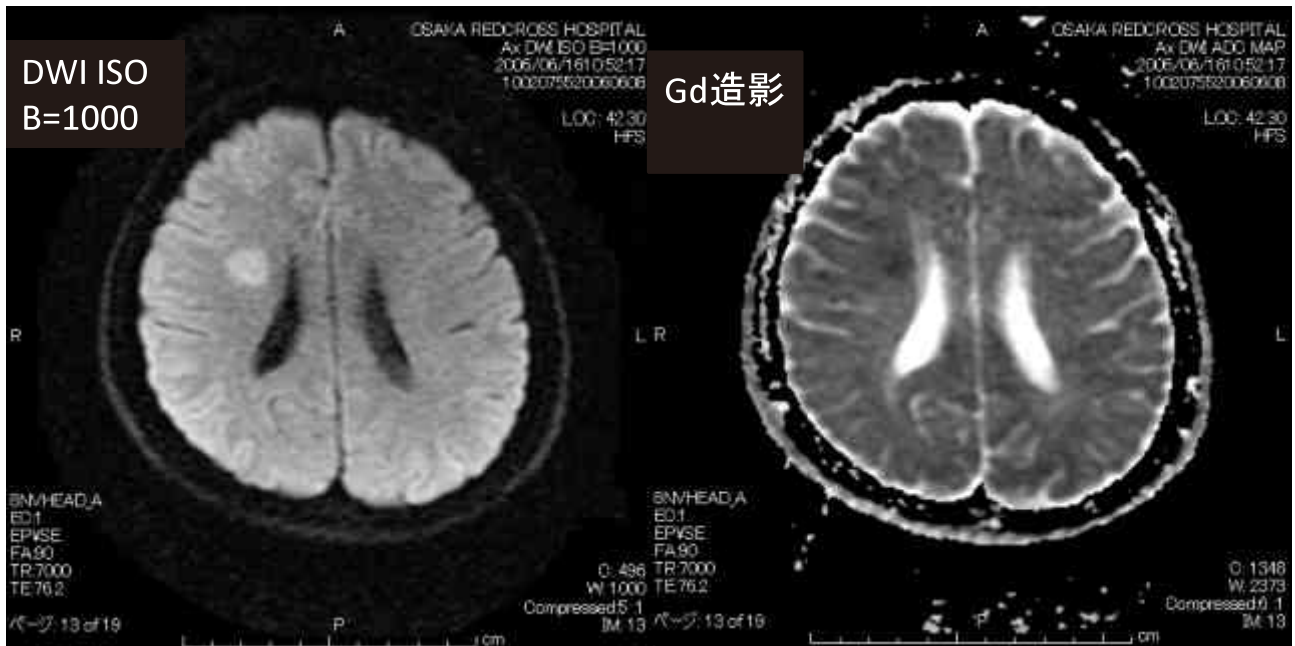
当院神経内科 1 回目入院時の脳磁気共鳴画像法 (MRI) (2006 年 5 月 30 日).
